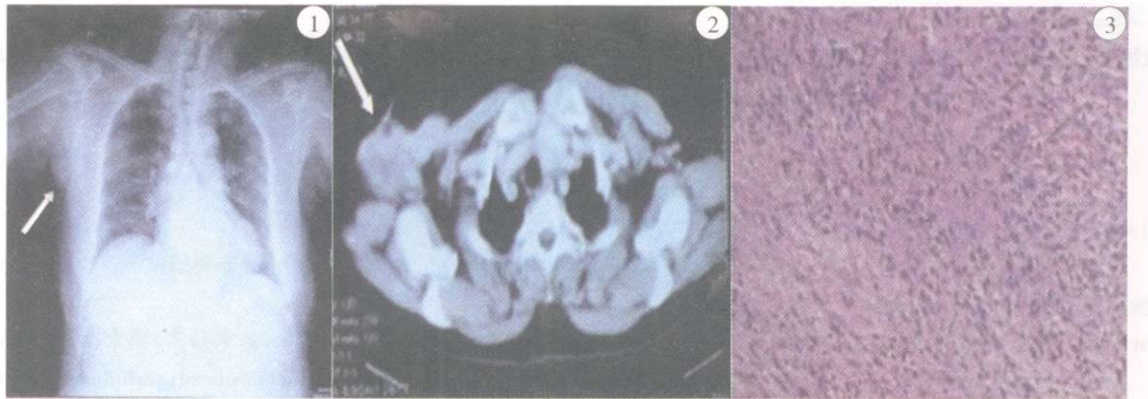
胸片示肿物表面皮肤结节,箭头所指处为肿瘤 图2 肺CT示右腋窝肿物,箭头所指处为肿瘤
